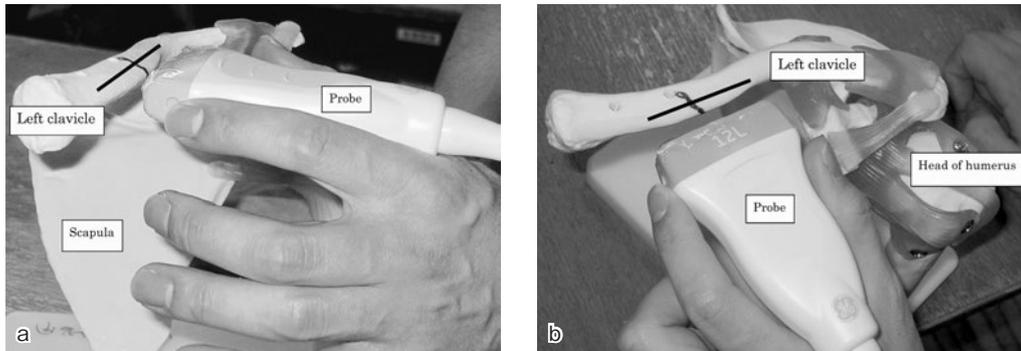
Ultrasonographic examination of clavicle fractures : Long-axis view.
